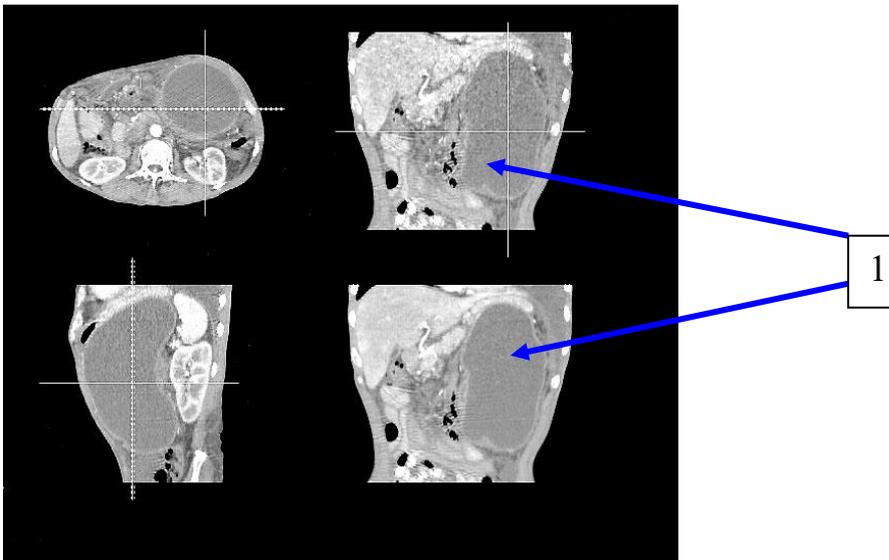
МСКТ больного хроническим панкреатитом: киста больших размеров дистального отдела поджелудочной железы (1)
